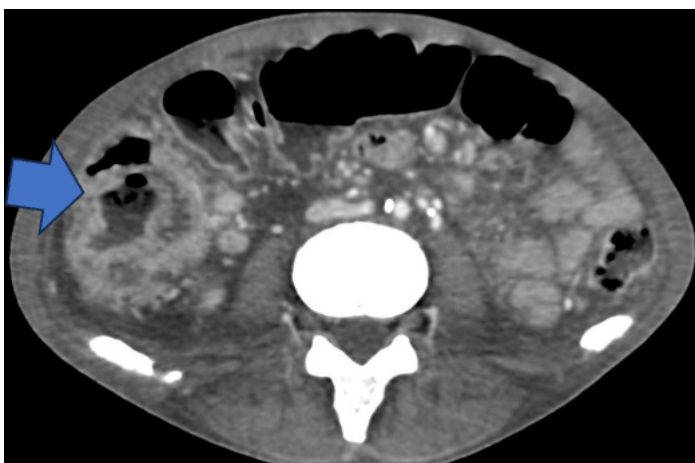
TC com contraste plano axial demonstrando espessamento parietal concêntrico e heterogêneo das alças intestinais acometidas com realce periférico ao meio de contraste. (Caso HUB)
